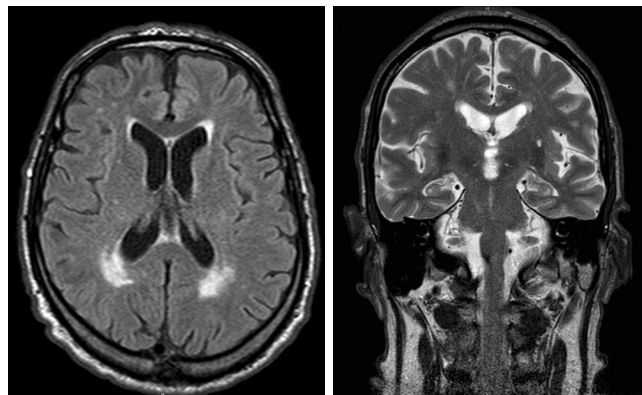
МРТ головного мозга пациента Н. в режимах Т2 (А) и FLAIR (В) с перивентрикулярными очагами гиперинтенсивного сигнала сосудистого генеза.
